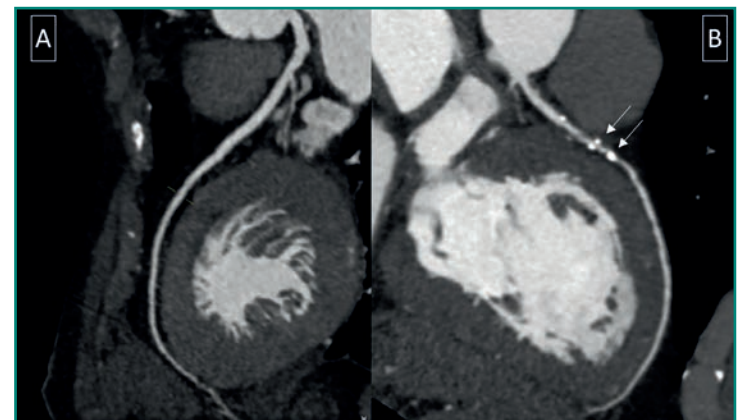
Angio-TC de coronarias: (A) arteria descendente anterior sin aterosclerosis y (B) arteria descendente anterior con aterosclerosis (flechas blancas).
